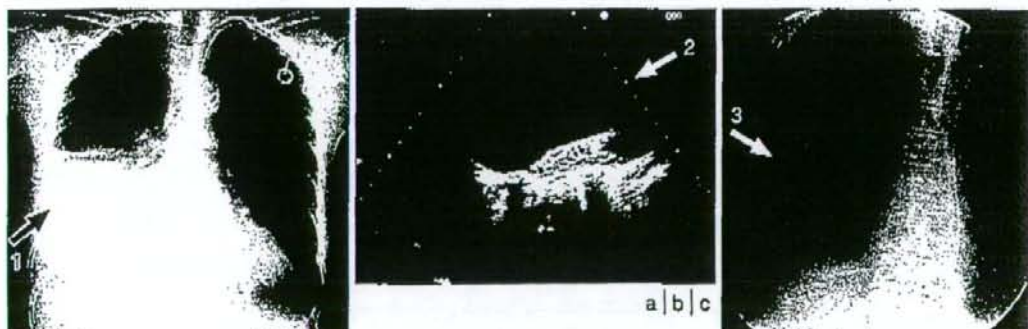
超音波マーキング経皮的胸水ドレージ(肝癌動注療法症例，右胸水貯留)
